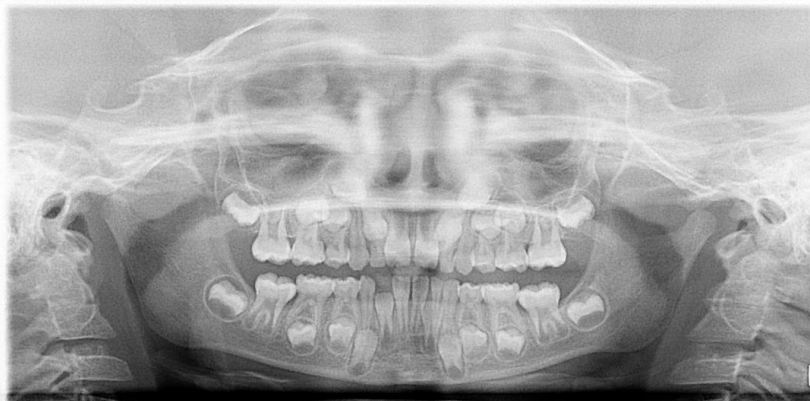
Orthopantomogramme avant traitement
